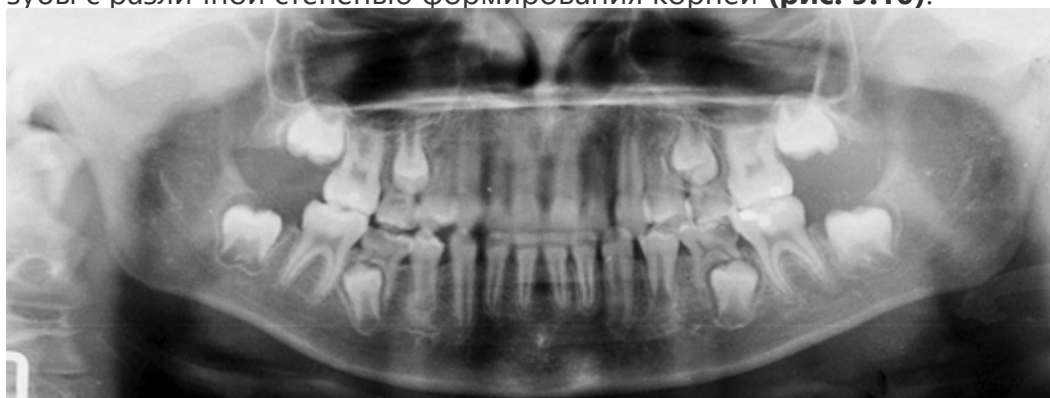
Ортопантомограмма ребенка 11,5 лет. Происходит завершение смены прикуса. Большое практическое значение для определения показаний к применению различных методов лечения заболеваний зубов приобретает знание сроков роста корней и формирования периодонта.
